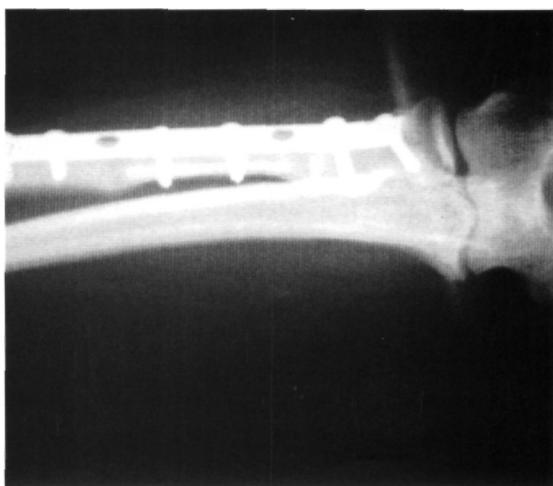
Radiografía a los 4 meses con consolidación del injerto óseo
